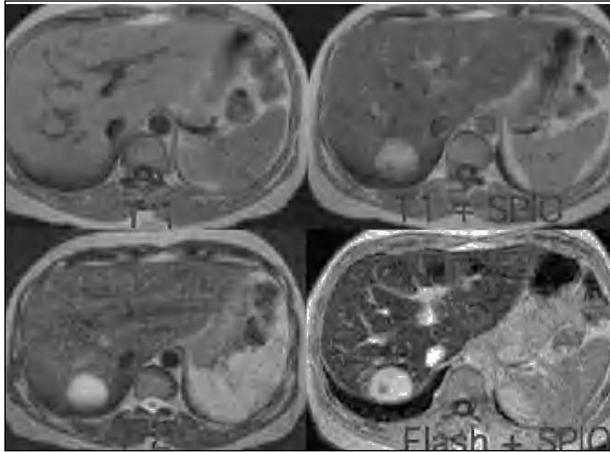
Resonancia magnética en la que se observa un hemangioma.
